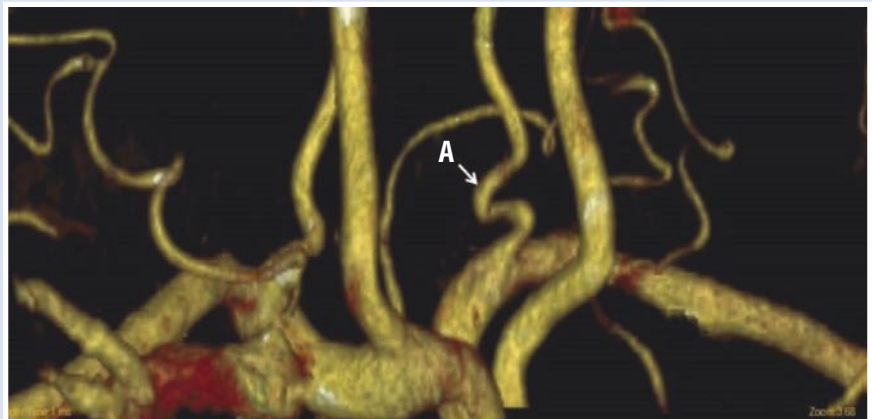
МСКТ экстракраниального отдела брахиоцефальных артерий. А — извитость проксимального сегмента левой позвоночной артерии.
